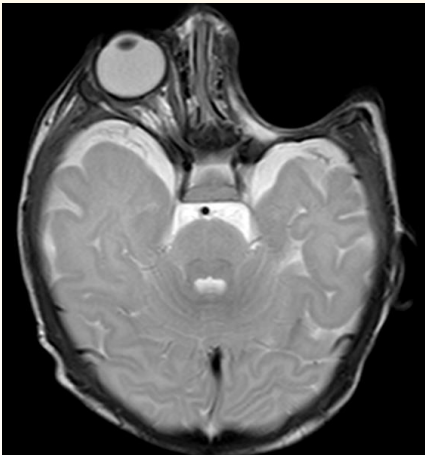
RM postquirúrgica. Se realizó RM de control postquirúrgico sin evidencias de extensión lesional.
